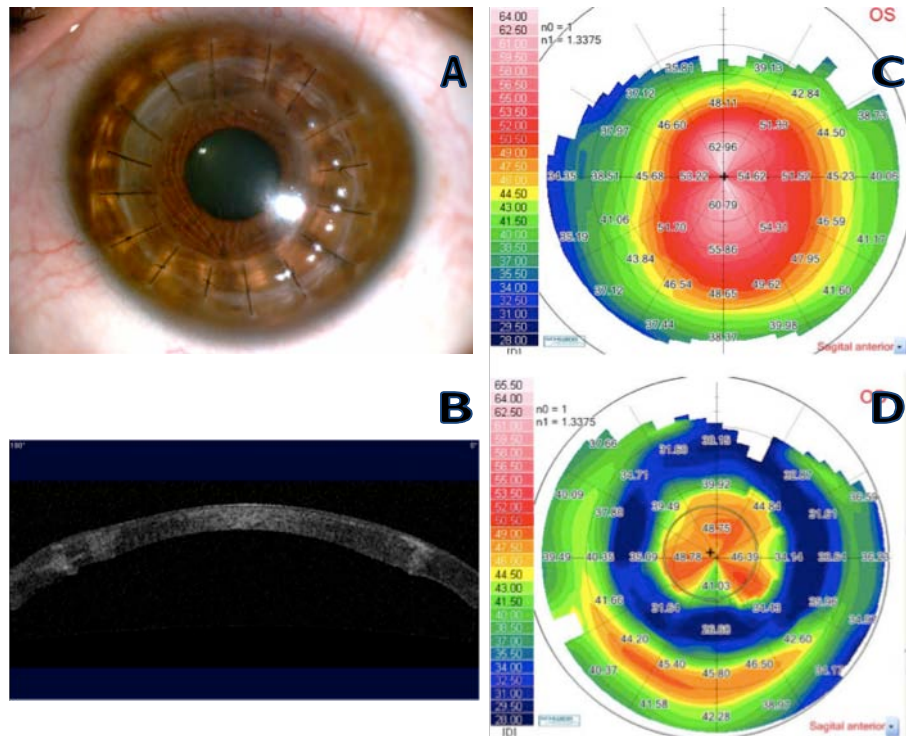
Paciente tratado con QPP. A, foto clínica del segmento anterior. B Tomografía de coherencia óptica de la córnea en el posoperatorio. C. Mapa queratométrico del estado pre y D. Posoperatorio. Se observa mejoría significativa en el periodo posoperatorio.
